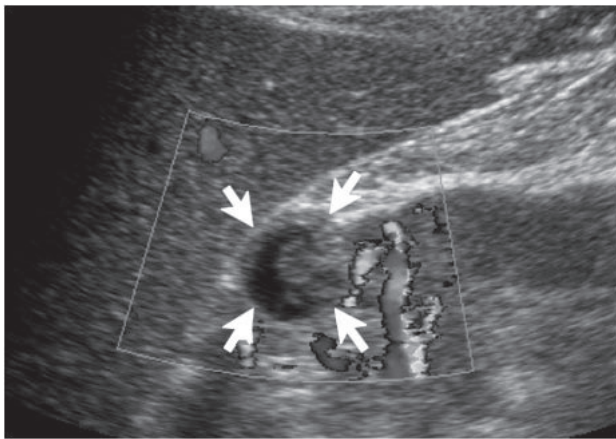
カラードップラーエコー：右腎に約2 cmの嚢胞性腫瘍を認め，内部に高エコー域を認めた。しかし，明らかな血流シグナルは認めなかった。
